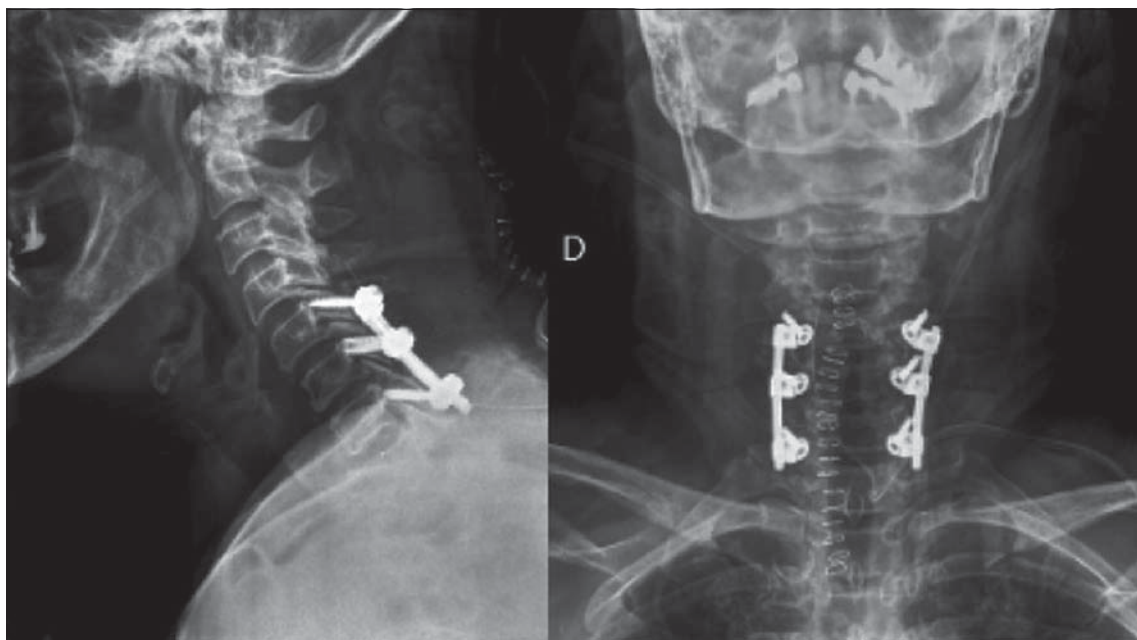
Radiografía post operatoria, laminectomía y fusión instrumentada posterior C5-C7.
